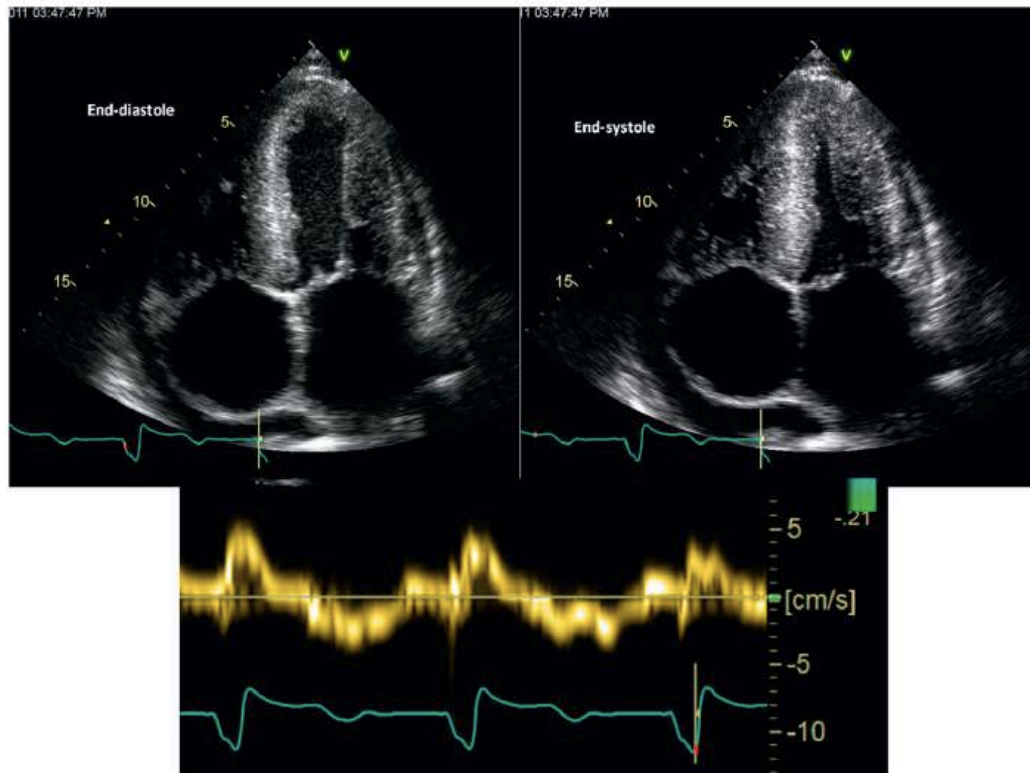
Pérdida de la función auricular y disfunción diastólica en la amiloidosis cardíaca. Arriba: Pérdida de la contractilidad auricular en amiloidosis cardíaca. El volumen auricular no cambia al final de la sístole en comparación con el final de la diástole. La fracción de eyección es normal. Abajo: Doppler tisular del anillo mitral septal: se objetiva una reducción de la velocidad sistólica y diastólica, pese a la fracción de eyección normal; este hallazgo es característico de la AC. Adaptado de referencia (20).
